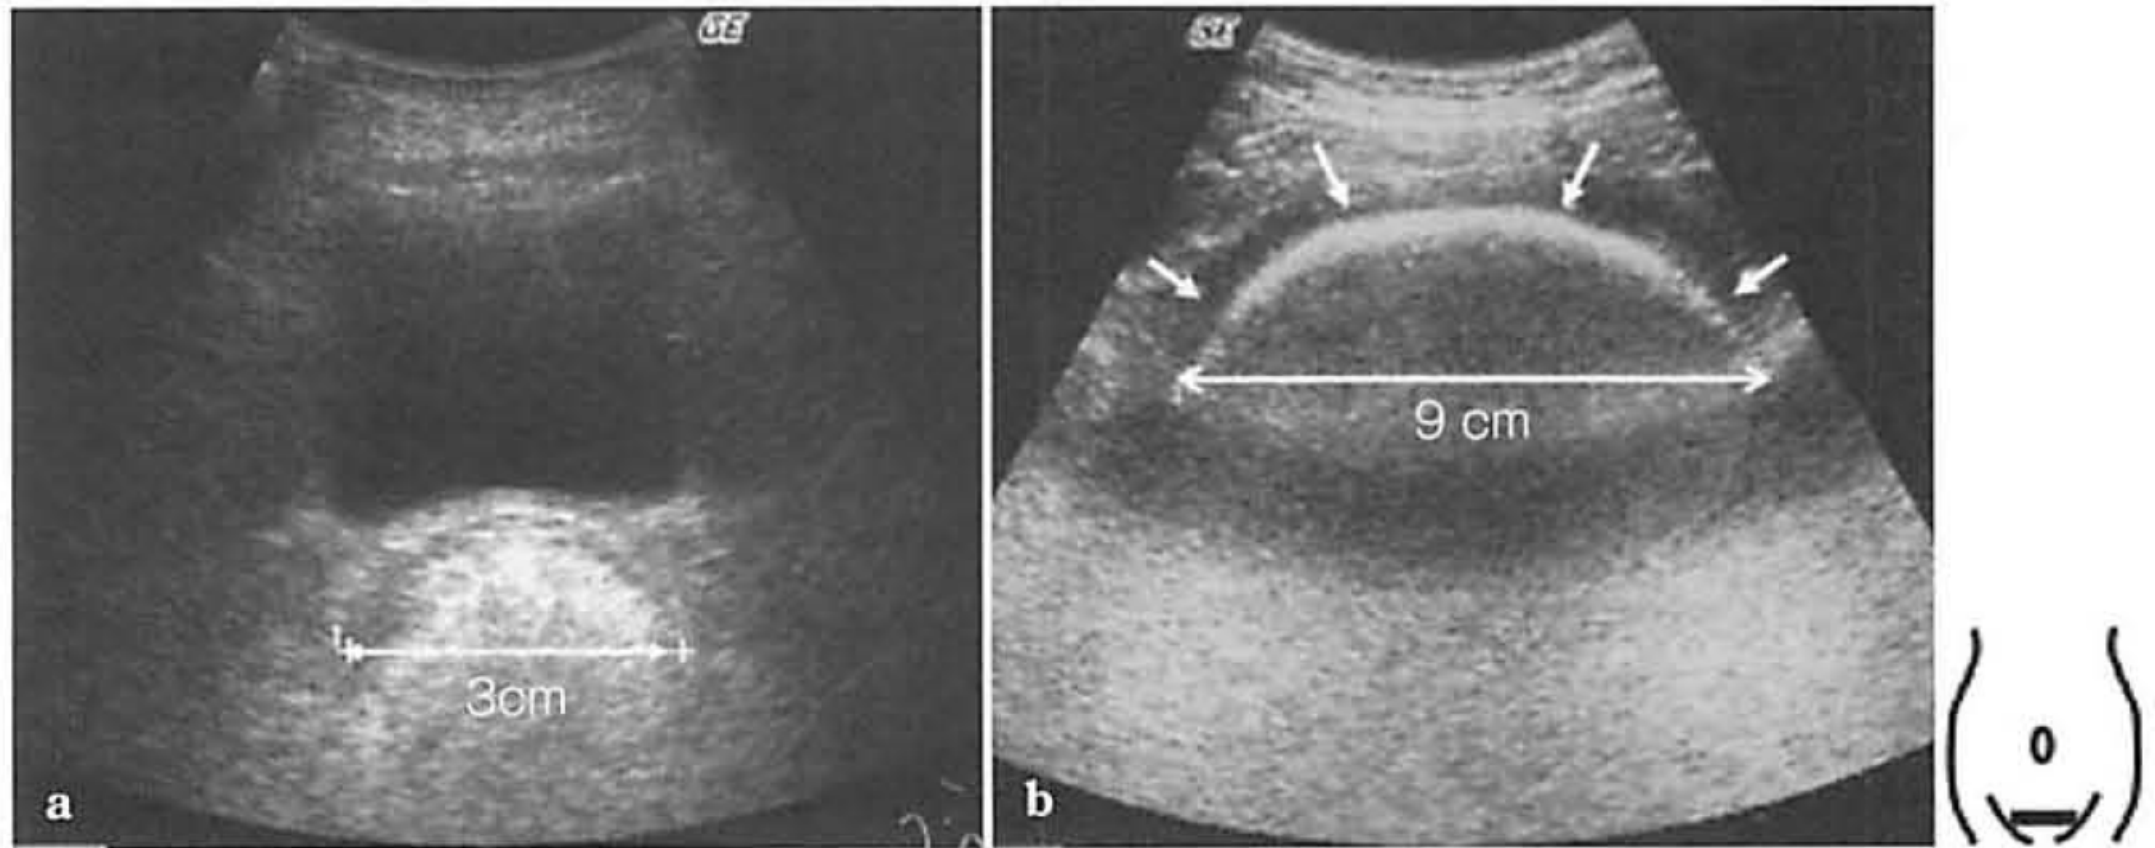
便塞栓 (fecal impaction) のエコー法による評価 (羽鳥麗子, 2014¹⁰⁾) より引用)
